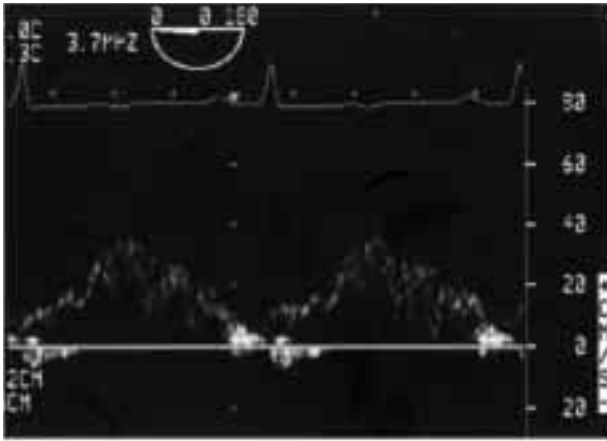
Doppler di un flusso transmitralico normale. Si osserva l'onda di contrazione atriale che segue l'onda E.
